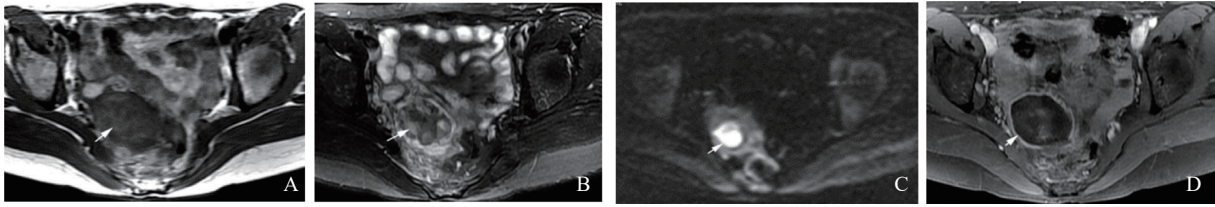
典型病例1(女性,48岁,右侧卵巢脓肿)的MRI影像表现
